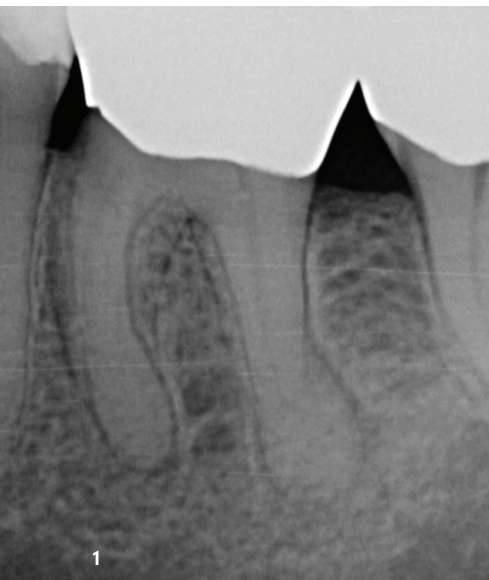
Präoperatives diagnostisches Röntgenbild. – Abb. 2: Instrumentenkontrastaufnahme.
